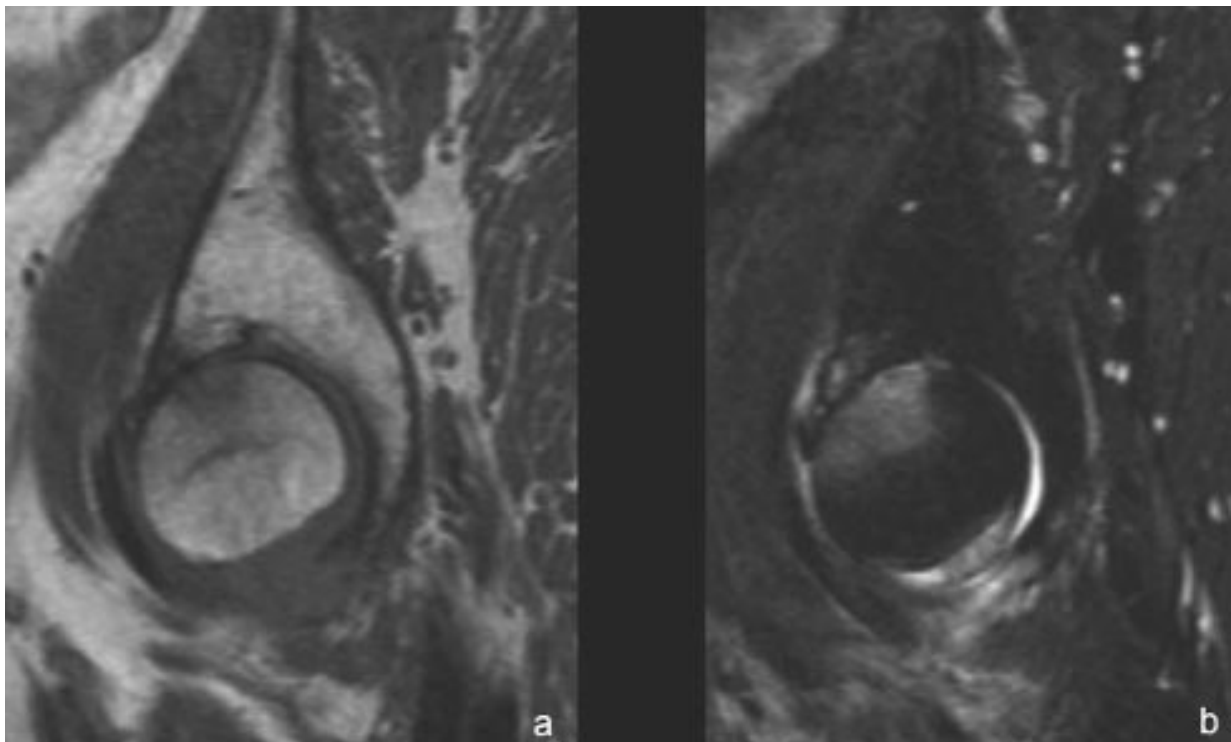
Œdème sous chondral en IRM. Il se traduit par une zone d'infiltration médullaire en discret hyposignal T1 (a), et très net hypersignal T2 (b). Cet exemple est caractéristique d'une atteinte dégénérative par l'aspect en miroir, le pincement de l'interligne et la topographie antérosupérieure.
